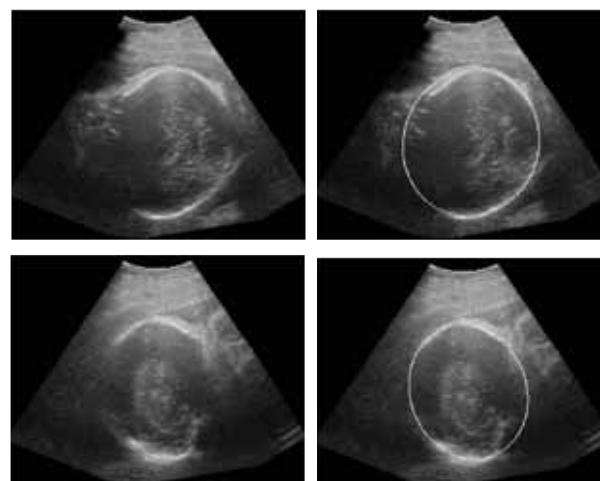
Imágenes de ultrasonido en los planos transaxial (fila superior) y sagital (fila inferior) mostrando la aproximación de la geometría de la cabeza del feto con elipses. En la primera columna se muestra la imagen original, mientras que en la segunda se muestra la aproximación lograda.
